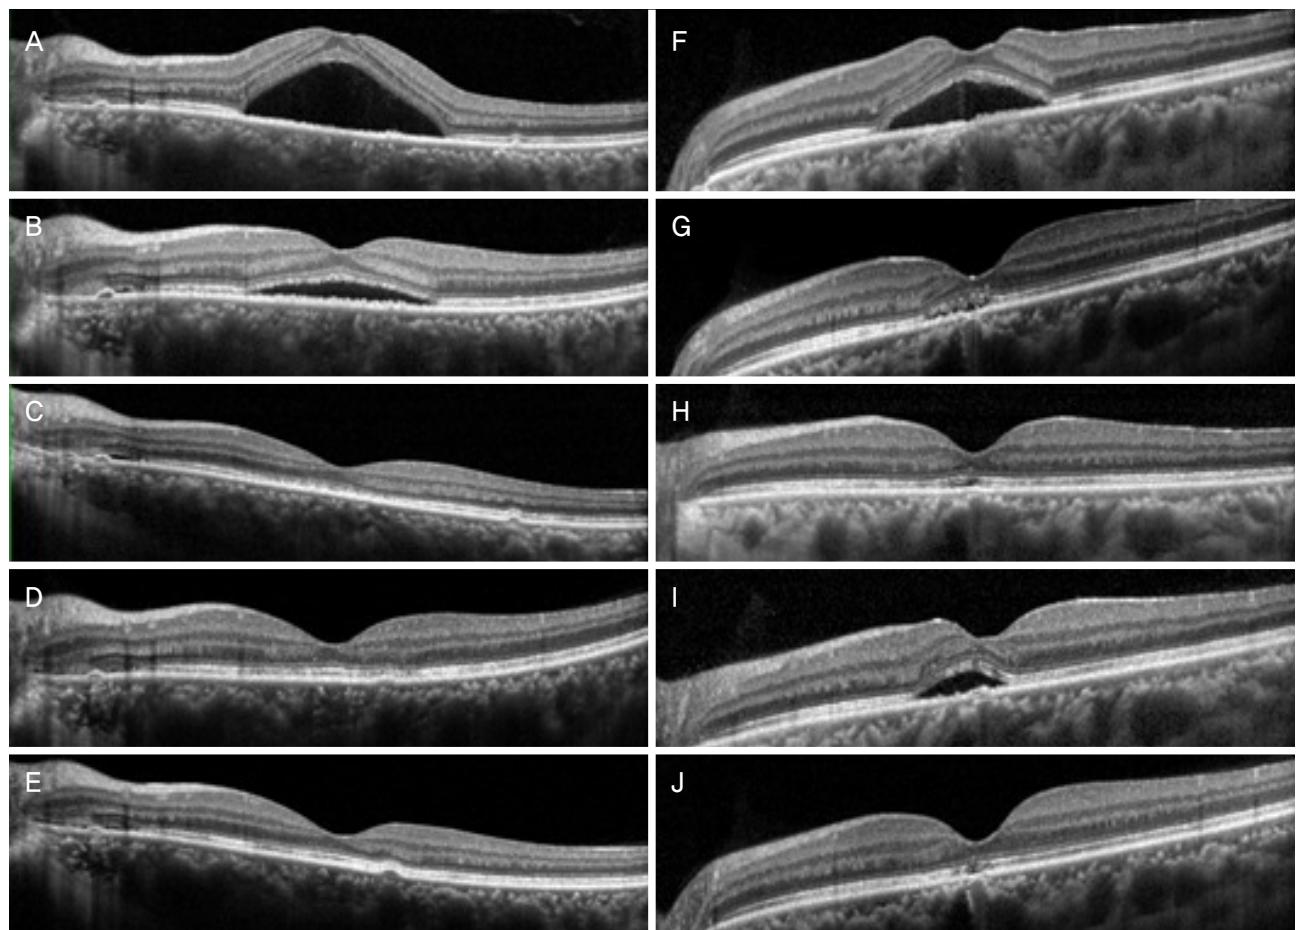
Optical coherence tomography (OCT) showing the response to treatment by oral spironolactone. (A-E) Eye showing complete resolution at 3 months after using oral spironolactone. OCT image (A) at baseline, (B) at 1 month after treatment, (C) at 3 months after treatment, (D) at 6 months and (E) at 12 months after treatment. (F-J) Eye with recurred central serous chorioretinopathy (CSC) at 3 months after complete resolution. OCT image (F) at baseline, (G) at 1 month after treatment showing minimal fluids, (H) at 3 months after treatment showing complete resolution. (I) OCT image showing recurred CSC, and (J) resolved once more after intravitreal bevacizumab injection.
